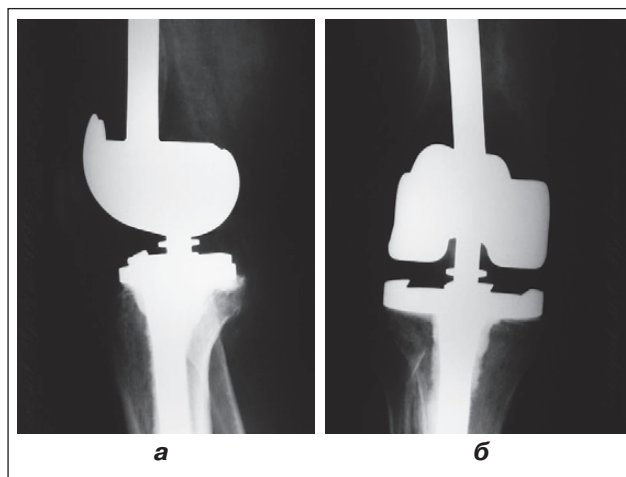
Фотовідбитки рентгенограм хворого П., стан після резекції дистального відділу стегнової кістки з метастатичною пухлиною та ендопротезування колінного суглоба
